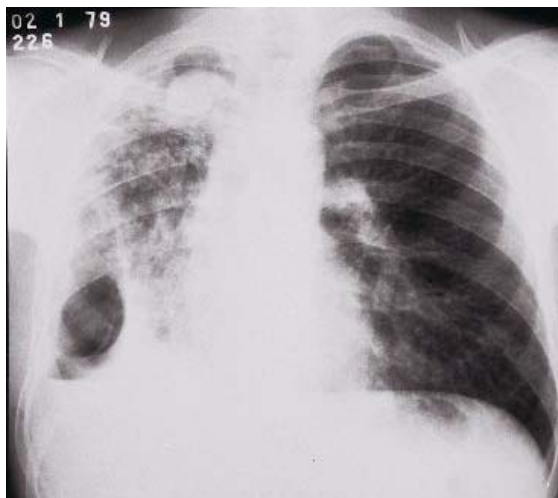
Radiografia do tórax (Caso 10) com cavidade (4,5 x 3,5 x 2,5 cm) de parede espessa contendo produto patológico com densidade de partes moles (bola fúngica) no segmento apical do lobo superior do pulmão direito. Na porção látero-inferior do hemitórax direito observa-se cavidade septada com retenção de secreção devido a bolsa de piopneumotórax com fístula brônquica. Pus com baciloscopia positiva e identificação de *M. tuberculosis*.
